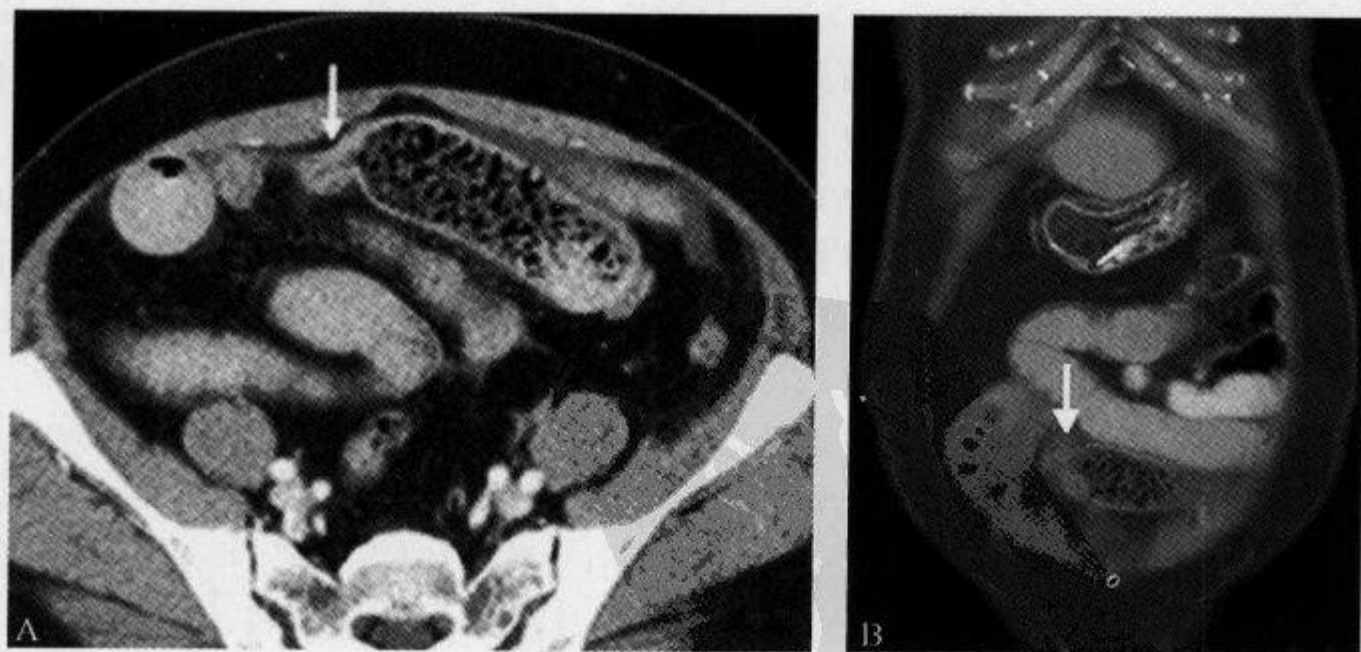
横断面及冠状面重建 CT 示“小肠内残渣征”
